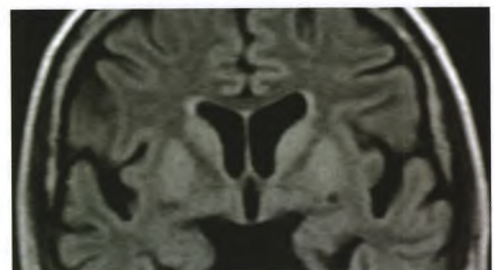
冠状位 FLAIR 示 CJD 患者双侧纹状体稍高信号影
